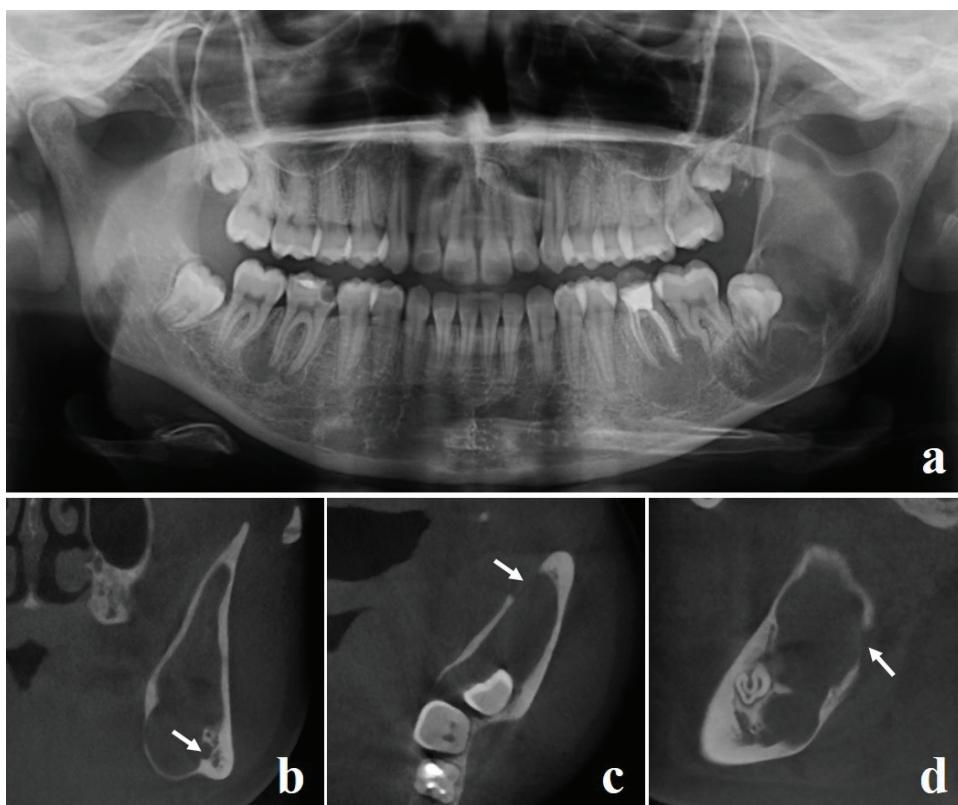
Preoperative panoramic radiography and CBCT sections. (a) Panoramic image showing mandibular ramus, angle, and coronoid process extension of OKC and the impacted mandibular left third molar, (b) Coronal CBCT section showing downward displacement of the mandibular canal, (c, d) Axial and sagittal CBCT sections showing lingual cortical bone destruction.
